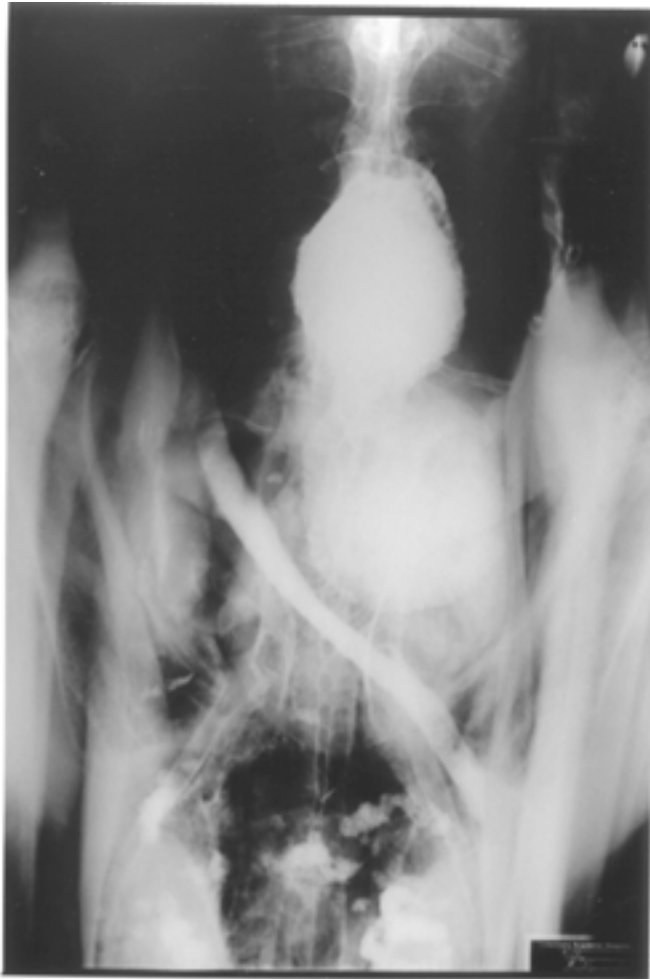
Zentrale dorsoventrale (DV2) Röntgenaufnahme eines 20 Wochen alten Straußes (Tab. 2, Nr. 5) in Bauchlage nach 23 min. Der Muskelmagen in der zentralen Region ist vollständig gefüllt mit Kontrast, wohingegen der Drüsenmagen nur ventral gefüllt ist. Seine dorsale Wand ist noch mit Kontrast benetzt. Der Muskelmagen ist weiter kranial positioniert als beim Straußenküken. Beachte die diagonal verlaufende tubuläre Struktur des einen Schenkels des Duodenums, das beginnende schemenhafte Füllen der übrigen Dünndarmanteile mit Kontrast und das Fehlen einer soliden führenden Kontrastkontour („leading edge“).
